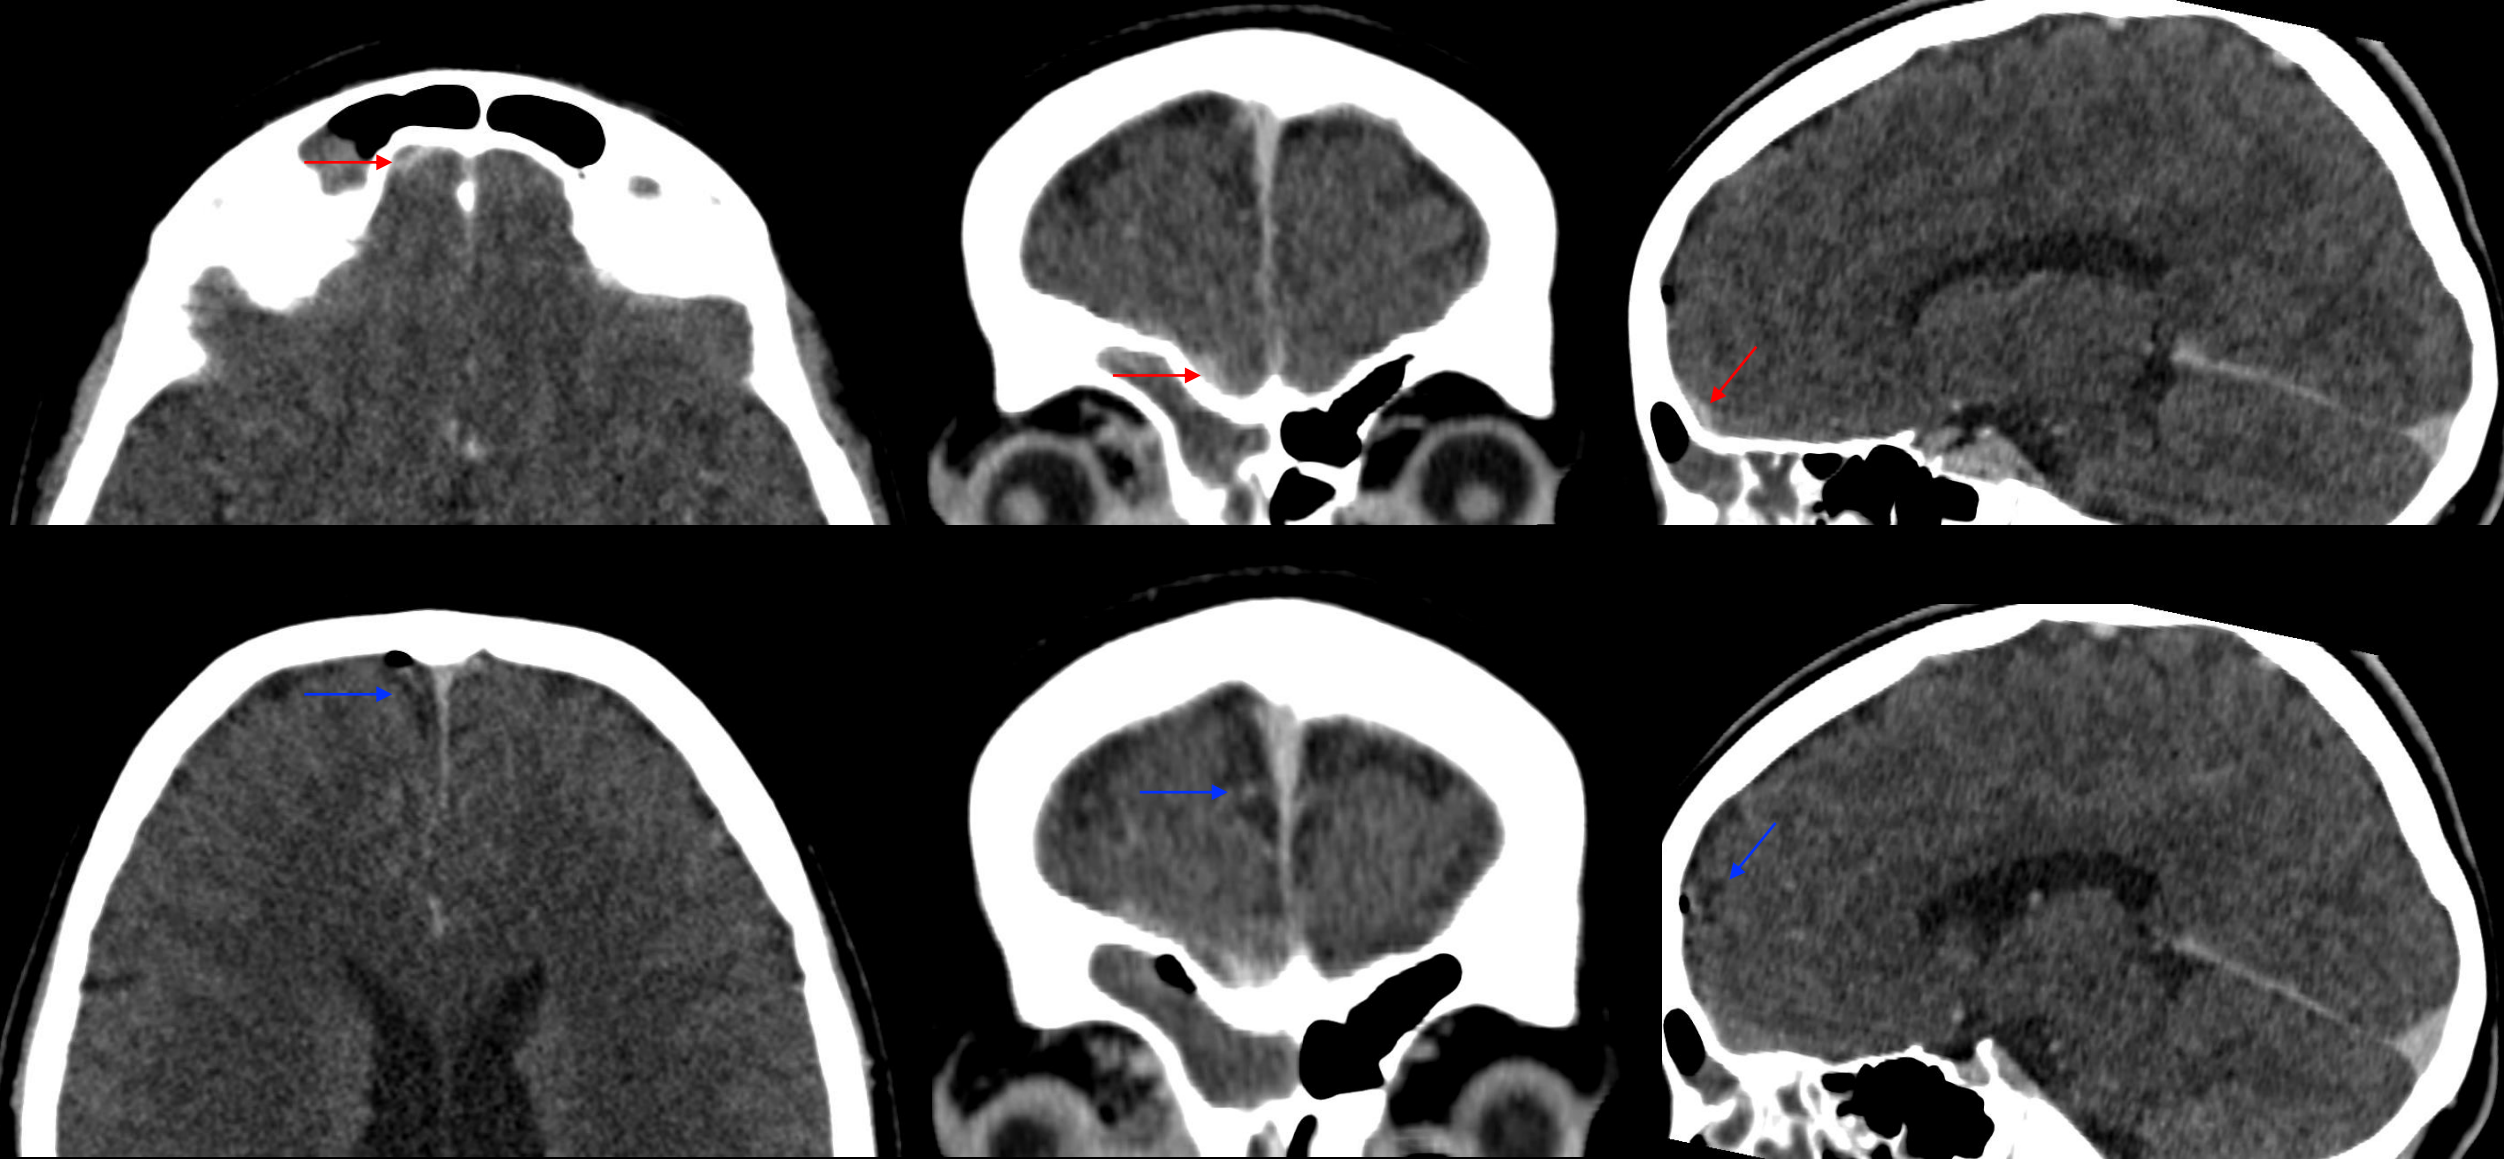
Cortes axial, coronal y sagital de TC de cráneo. Flechas rojas: pequeña colección epidural frontobasal derecha. Flechas azules: presencia de pequeña burbuja aérea a nivel más craneal y otra pequeña área hipodensa sugestiva de empiema subdural.
